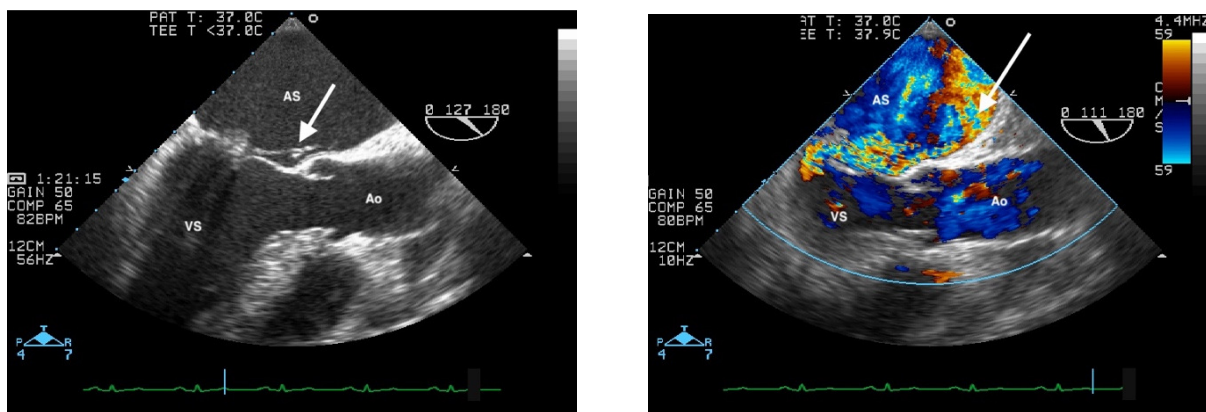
ETE, la un pacient cu RM prin ruptură de cordaj al valvei mitrale posterioare. În stânga imaginea bidimensională arată ruptura de cordaj (săgeată), iar în imaginea din dreapta este suprapus Doppler-ul color și se observă jetul de regurgitare mitrală, excentric (săgeata). AS – atriu stâng, VS - ventricul stâng, Ao - aortă.
